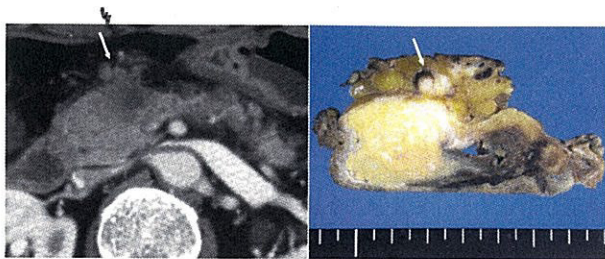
症例6 膵頭部癌リンパ節転移（No.15） 切除標本との比較（切除標本はほぼCTと同じ切り方で5mmごとにスライスした。）
